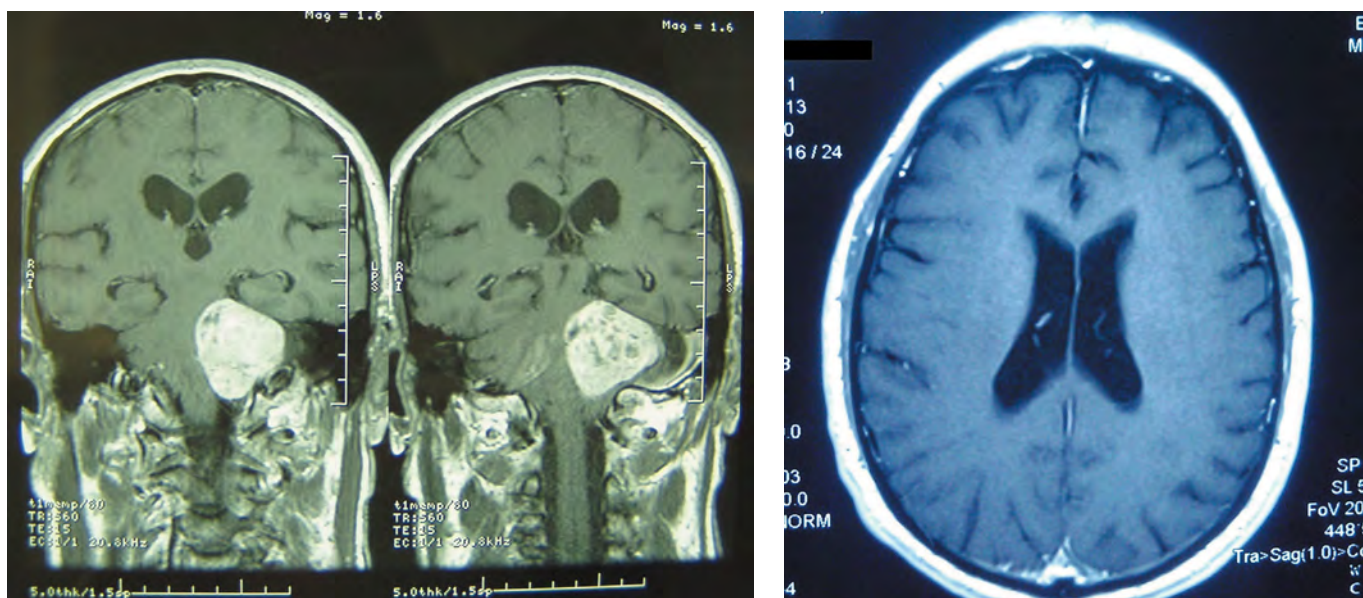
МРТ пациента М. до операции – опухоль левого мостомозжечкового угла, неоднородно интенсивно накапливающая парамагнетик. Боковые желудочки расширены.
